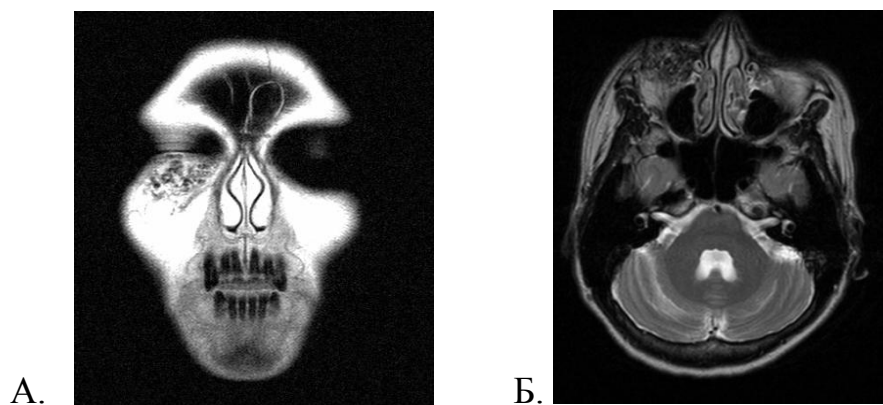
МР-томограммы головы во фронтальной (А.) и аксиальной (Б.) проекциях. В подкожной жировой клетчатке правой орбиты и скуловой области в жировой клетчатке отмечается большое количество расширенных извитых сосудов диаметром до 3,5 мм (артерии и вены).
